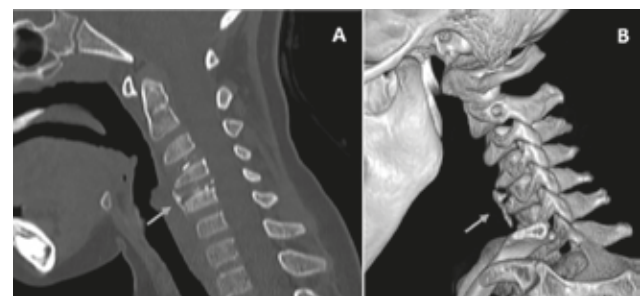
Reconstrucción en plano sagital de TC de columna cervical (A) y tridimensional (B) que confirma y detalla el hallazgo descrito en radiografía: calcificación fragmentada del disco C4-C5 asociada a protrusión anterior (flechas) así como calcificación parcial del núcleo pulposo del disco C3-C4.
